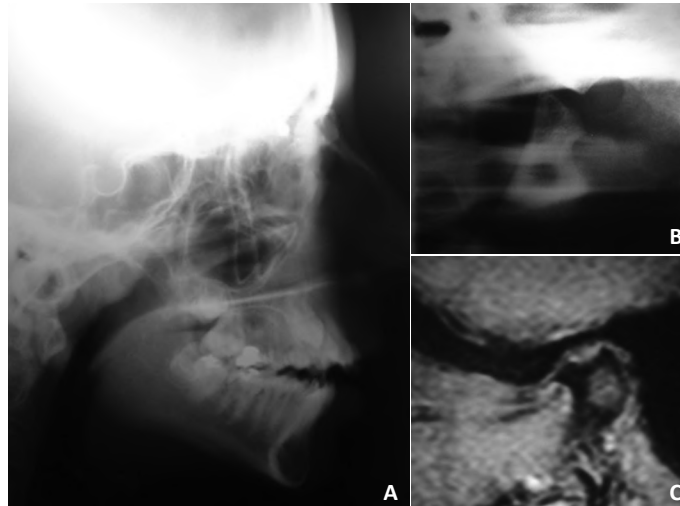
A: Radiografía lateral en paciente con ARJ, en la que se observa rotación posterior mandibular y mordida abierta anterior. B: Laminografía de ATM del lado derecho, en la que se aprecia la reabsorción condilar. C: Resonancia magnética nuclear que muestra reabsorción anterior de la cabeza de cóndilo del lado derecho, producto de la ARJ.
